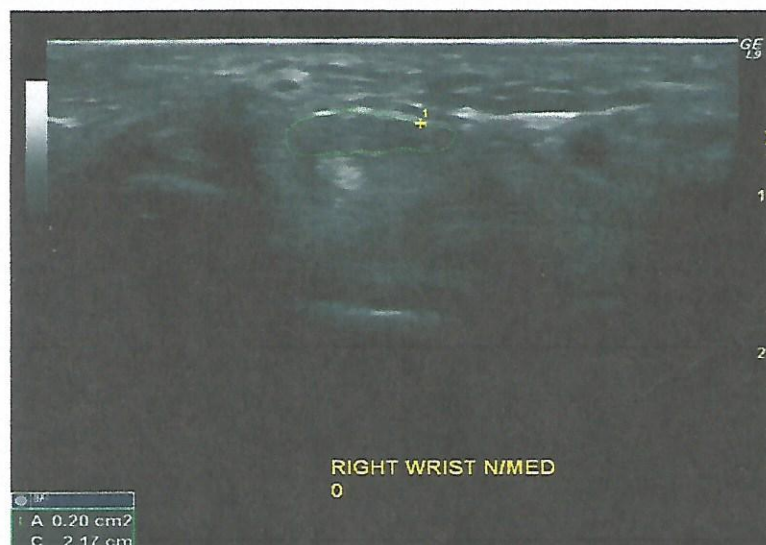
УЗИ срединного нерва больной И-А.И. (И/Б. № 48074/11-2012), 42 лет с диагнозом: Невропатия срединного нерва в области запястного канала справа
